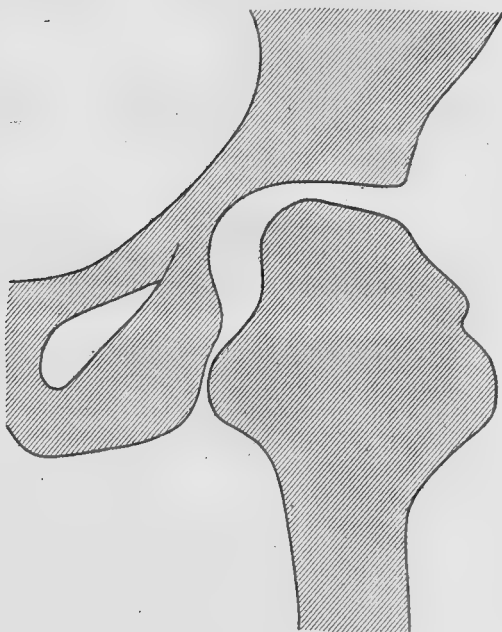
Radiographie après l'opération.
